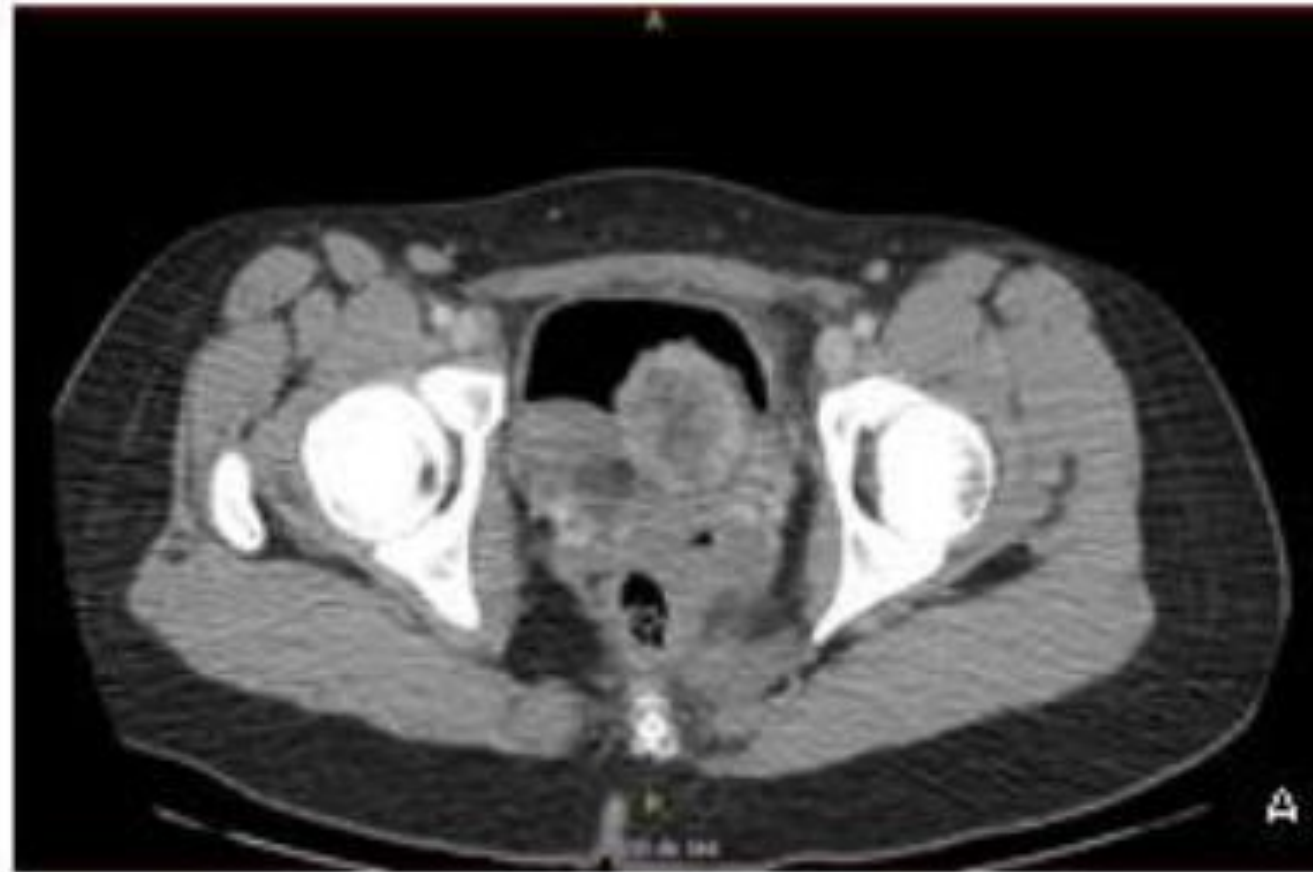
Paciente N° 4. Niña, 17 años, PGL vesical. A. TAC abdomen sin contraste. B y C. 18-FDG PET SCAN.
